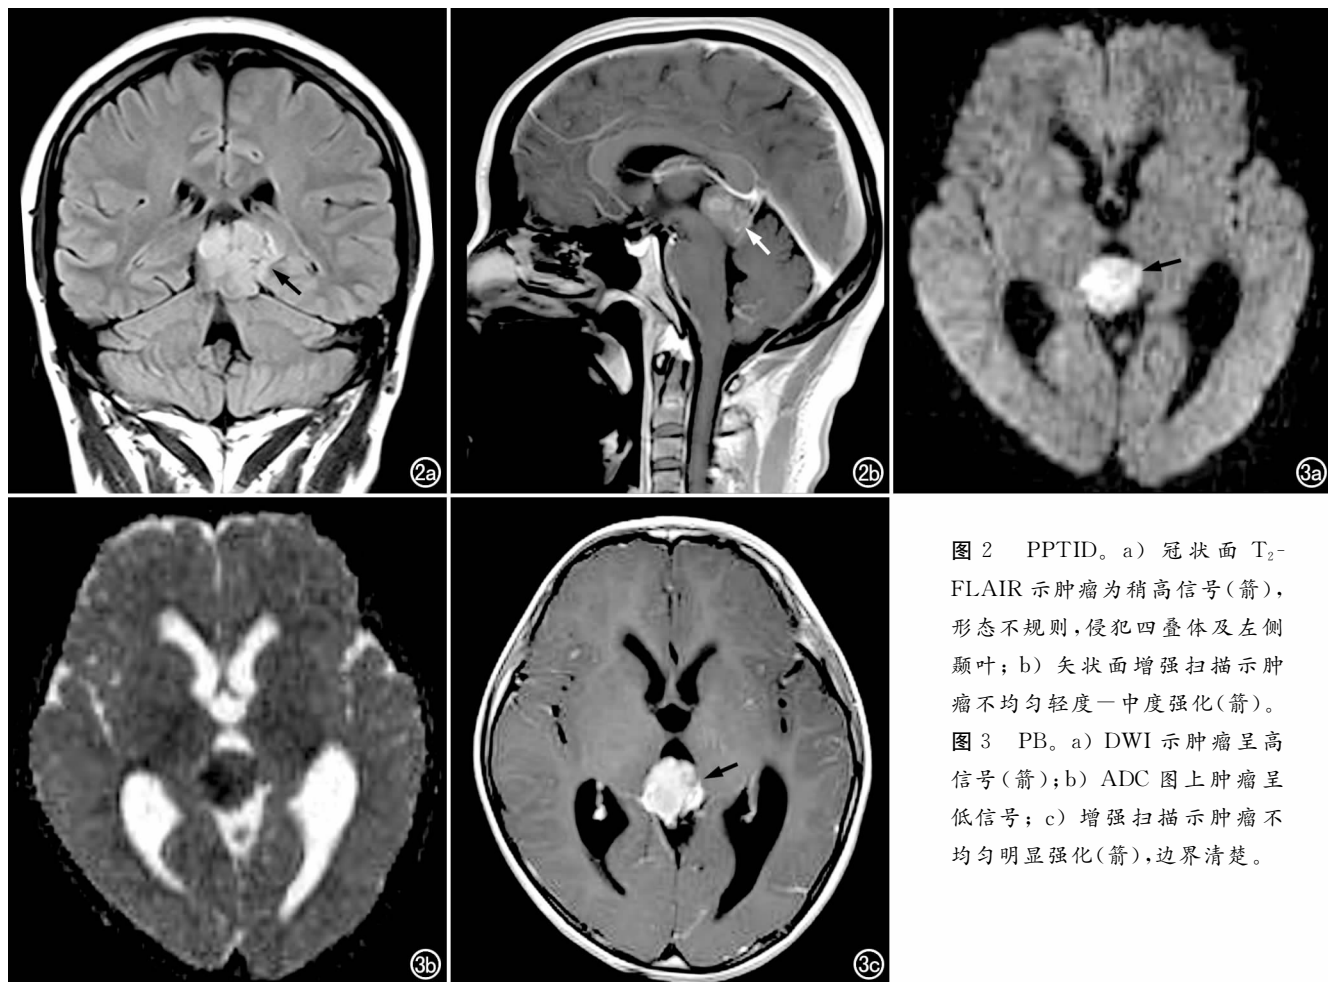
PPTID。a) 冠状面 T_2 -FLAIR 示肿瘤为稍高信号(箭),形态不规则,侵犯四叠体及左侧颞叶; b) 矢状面增强扫描示肿瘤不均匀轻度—中度强化(箭)。图 3 PB。a) DWI 示肿瘤呈高信号(箭); b) ADC 图上肿瘤呈低信号; c) 增强扫描示肿瘤不均匀明显强化(箭),边界清楚。
